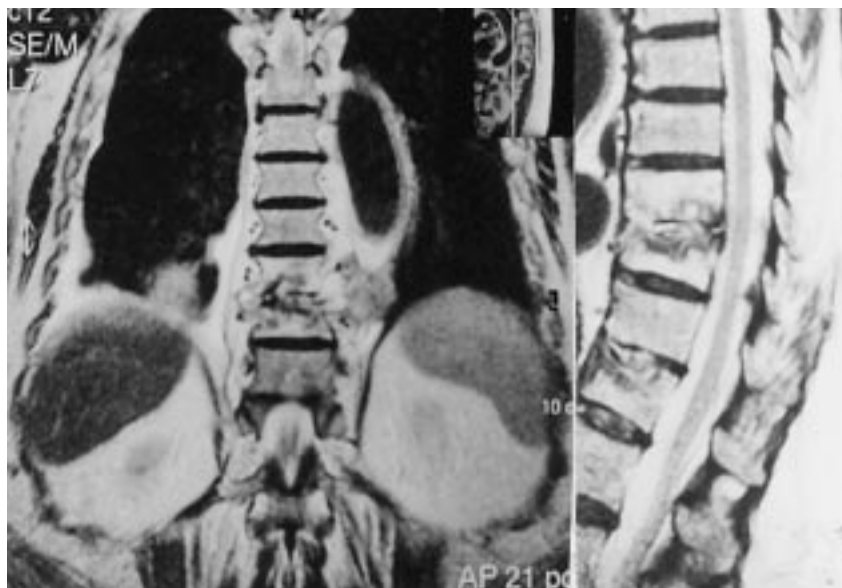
RM dorsolumbar de espondilodiscitis con afectación de D9-D10 y D11-D12.
